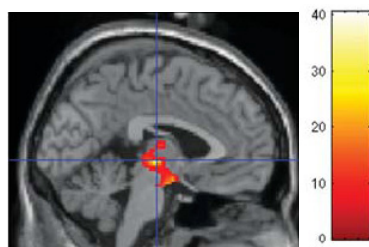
PET of glucose metabolism in brains of human controls subjects, i.v. perfused with or without GLP-1 (0.75 pmol/Kg body weight for 30 minutes). The differences between both tests were of 6 months, and were projected on sagittal normalized brain MRI. PET imaging was sensitive to the peptide administration. Thus GLP-1 significantly reduced ($p < 0.001$) cerebral glucose metabolism in the hypothalamus and brainstem as compared with the data obtained in normal control subjects without peptide administration.
